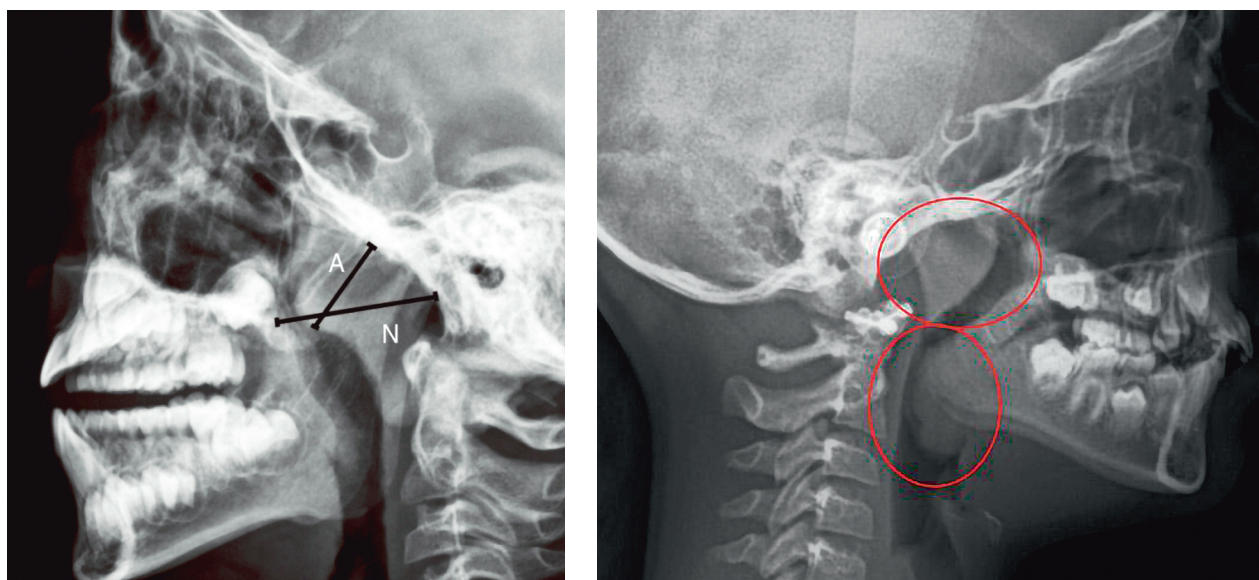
Рентгенологическое исследование при гипертрофии аденоидов
